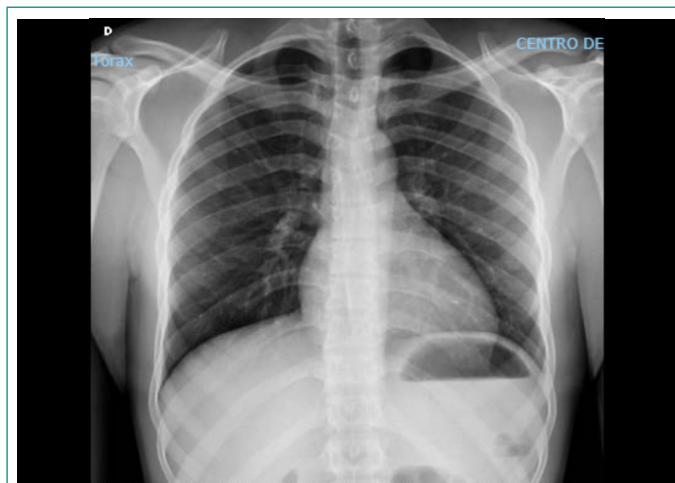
Radiografía de tórax normal.
